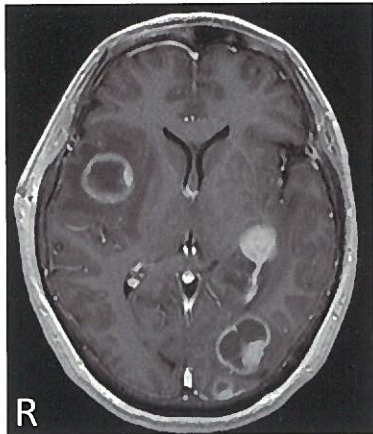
頭部造影MRI：リング状の造影効果を認める腫瘍が多発している
